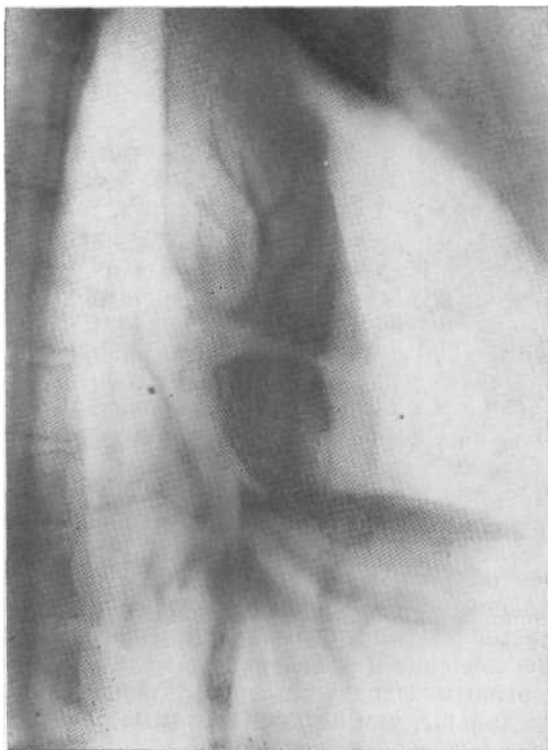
Томограмма в косой проекции. Центральный рак среднедолевого бронха. Средняя доля резко уменьшена в размерах, на ее фоне отчетливо видна коническая культя среднедолевого бронха. Операция.
